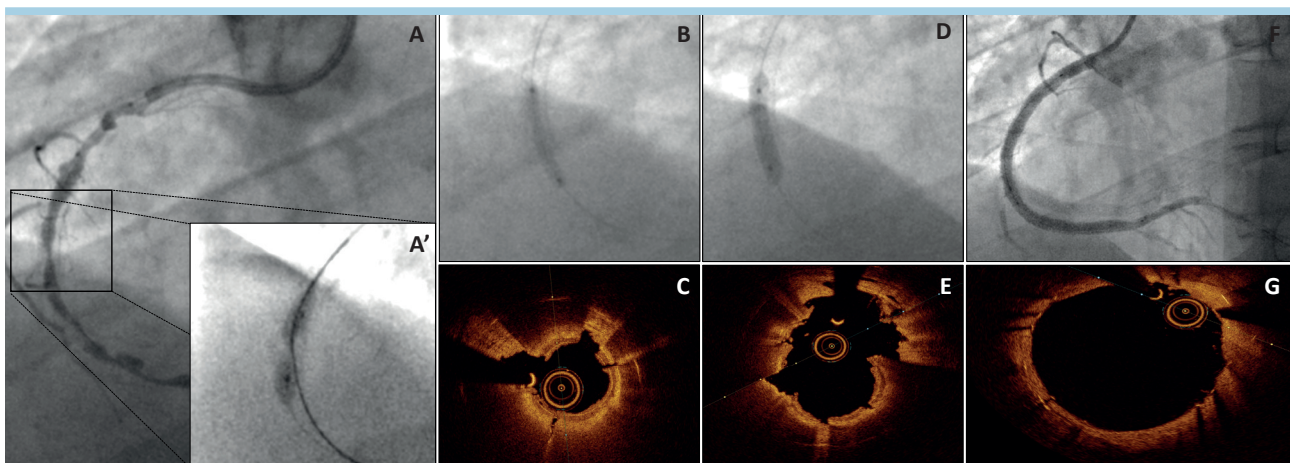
Lesione intra-stent severamente calcifica e indilatabile al tratto medio della coronaria destra (A,A'). (B) La litotrixis si dimostra efficace (chiare rime di frattura presenti alla tomografia a coerenza ottica, C) permettendo la completa espansione del pallone non compliant (D) con conseguente amplificazione delle rime di frattura e guadagno luminale (E). Buon risultato angiografico finale (F) con stent ben apposto e ben espanso (G).
